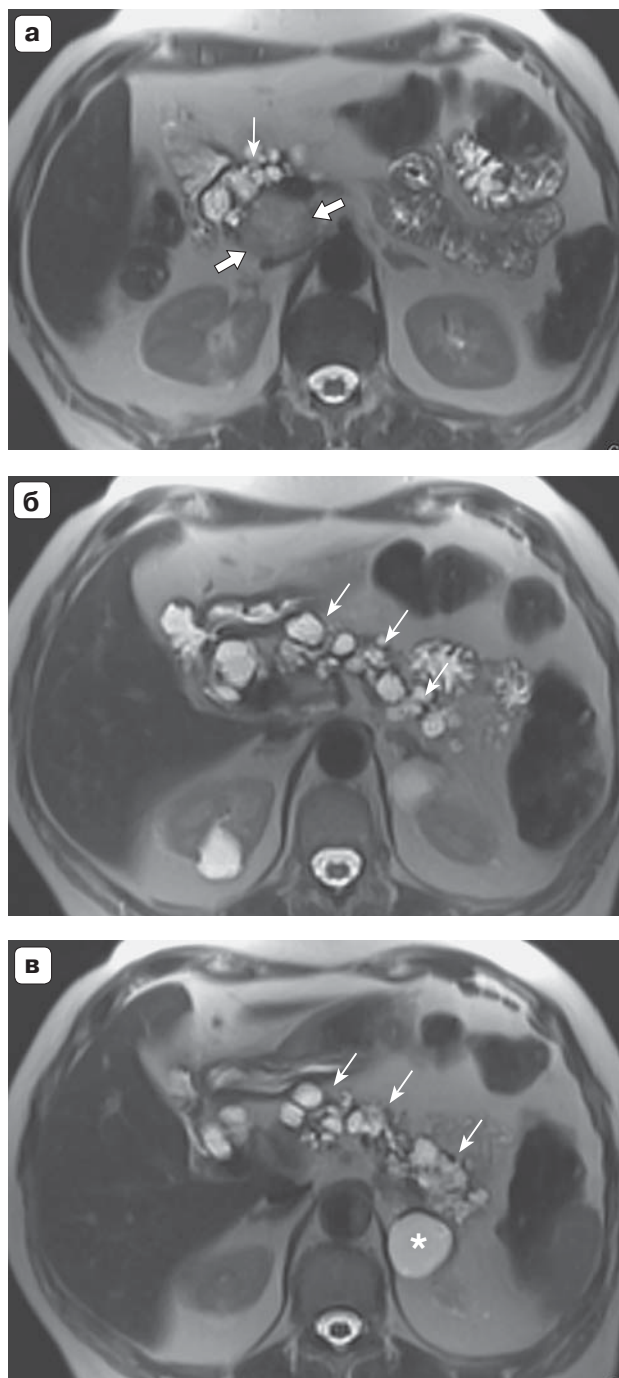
Аксиальные МР-томограммы брюшной полости больной К., 66 лет.
